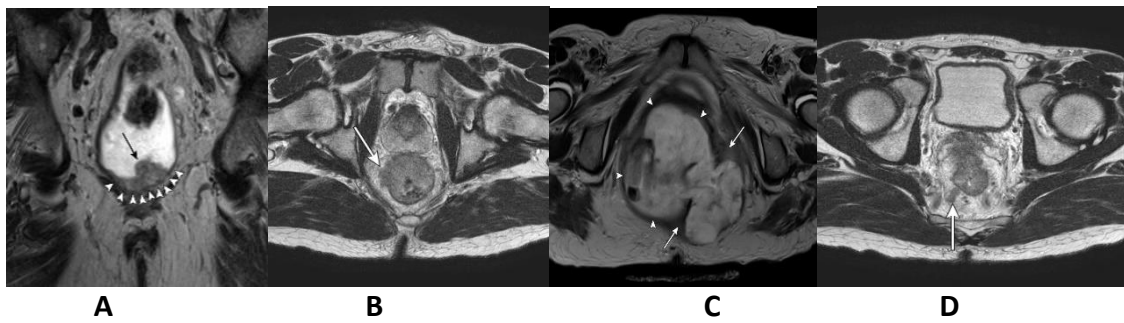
IRM rectal[119].
